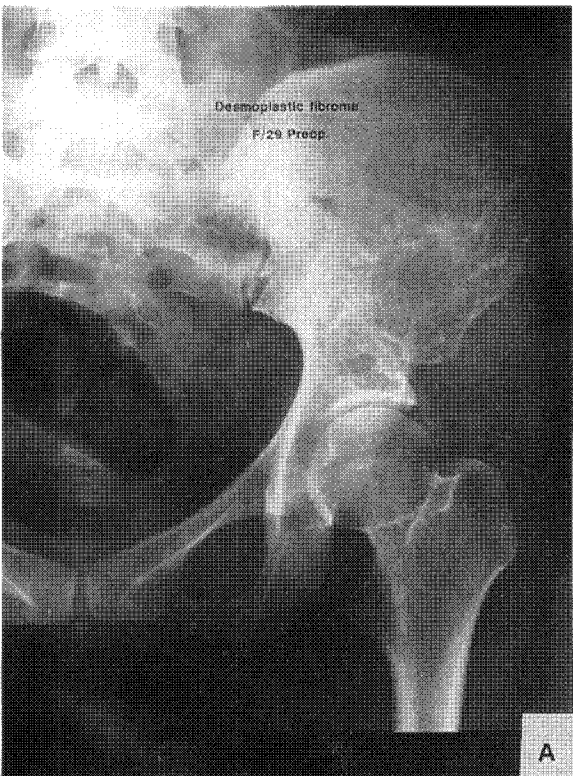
A: Desmoplastic fibroma of acetabulum and iliac wing(case no. 10). B: X-ray shows gap at osteotomy site and bone resorption on the superolateral part of the acetabulum.
